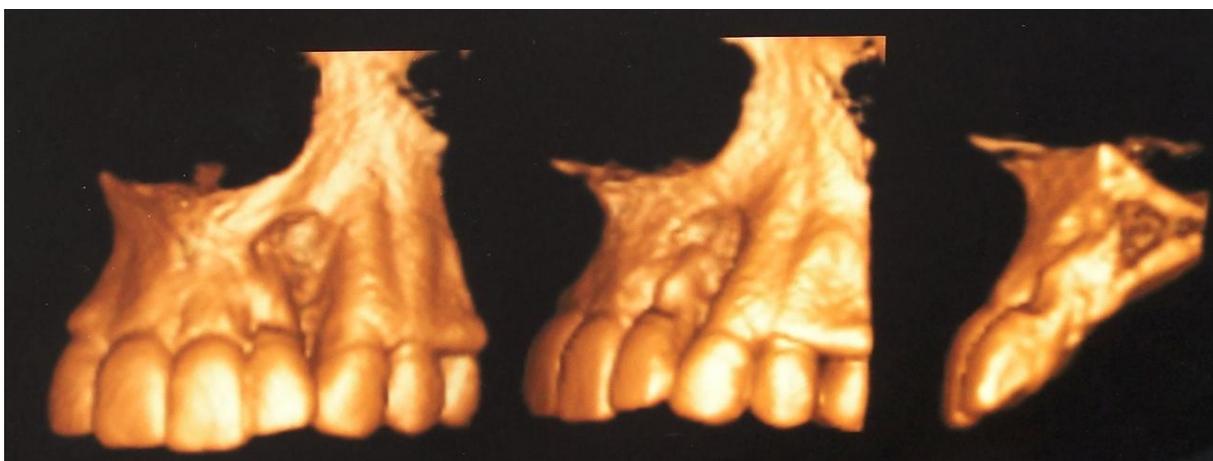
Tomografia da região Fonte: Dra. Lígia Martins Pozzobon
